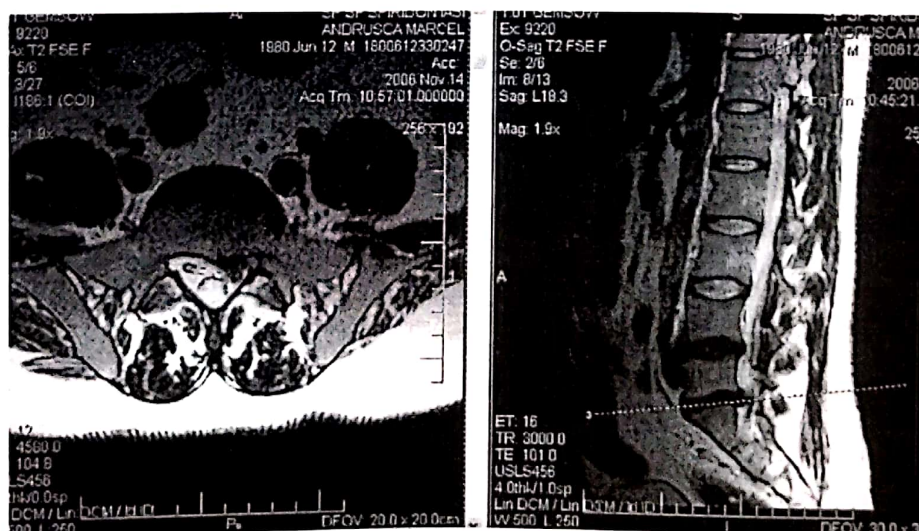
Examen IRM: hernie de disc L5-S1 stânga.
